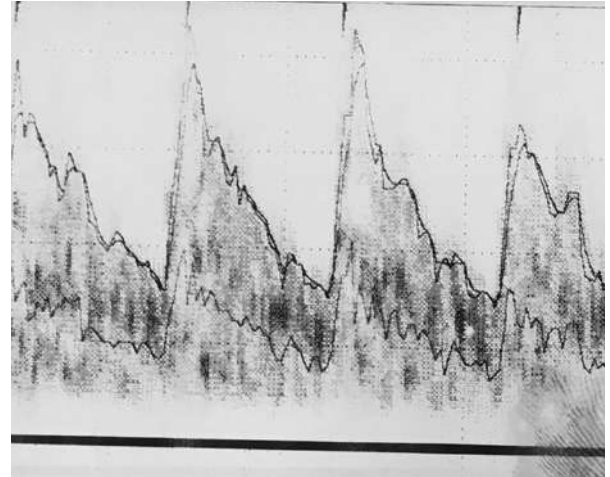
Doppler: presencia de flujo en ACM.
